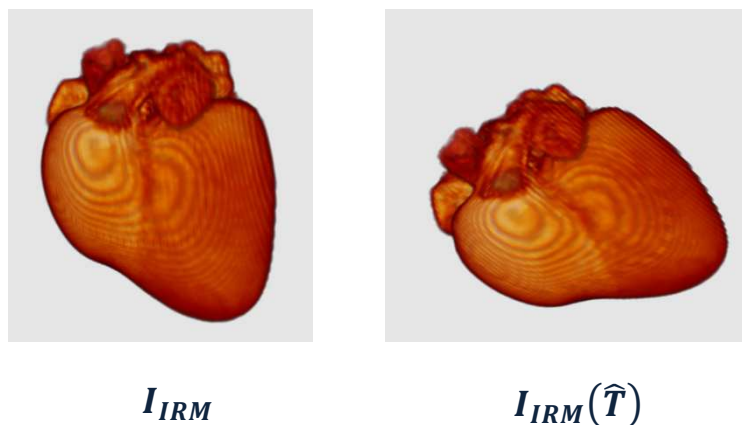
Gauche : image IRM 3D du cœur avant recalage. Droite : la même image IRM 3D après recalage rigide (rotation + translation). Nous avons changé la couleur de $I_{IRM}(\hat{T})$ qui est en échelle de gris pour une meilleure visibilité de résultat de recalage.
